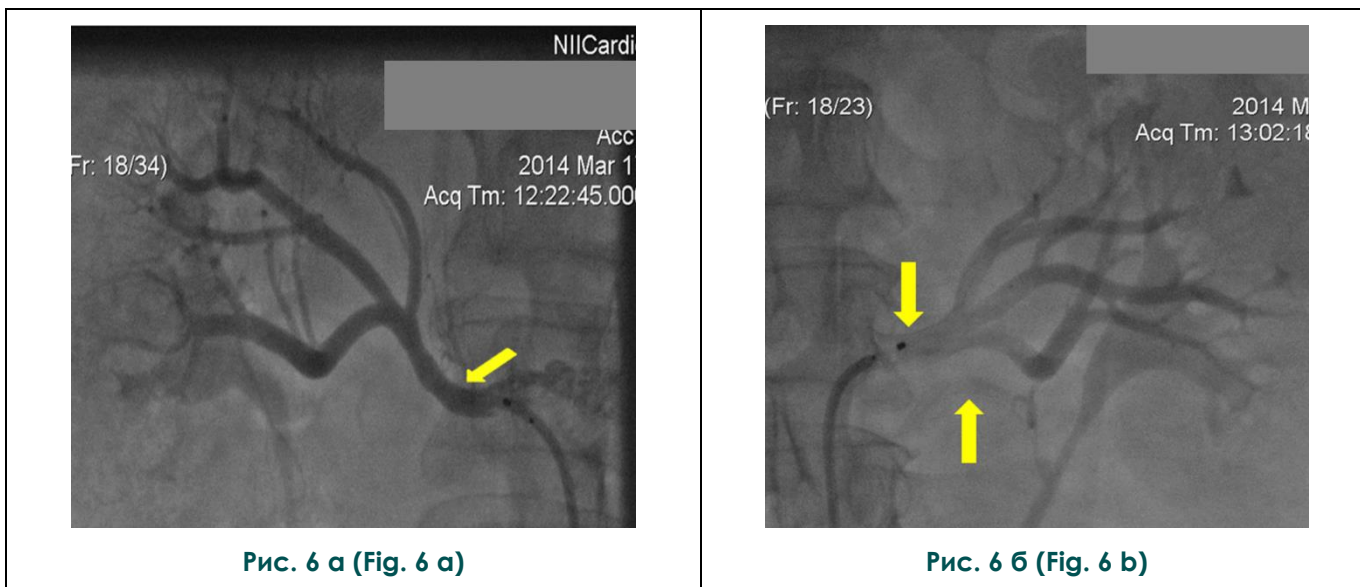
Рентгеновская ангиография брюшной аорты и отходящих от нее почечных артерий.
